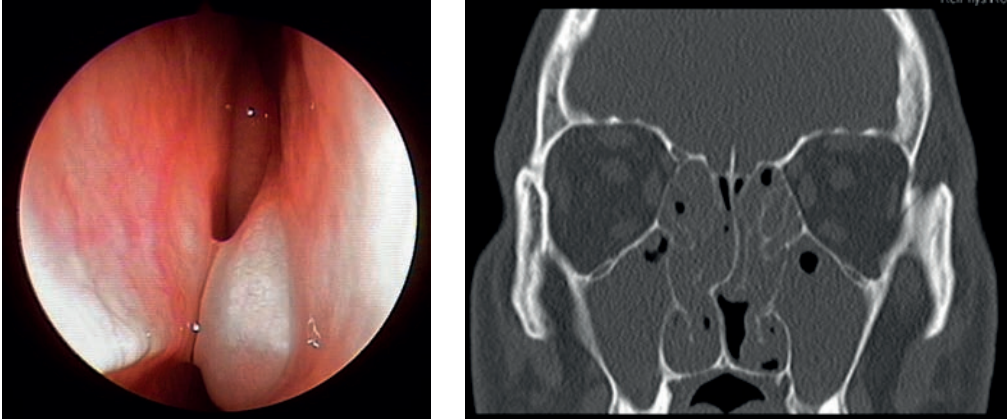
Endoscopia en paciente con poliposis nasal (izquierda) y poliposis nasosinusal masiva en TC Axial (derecha)
